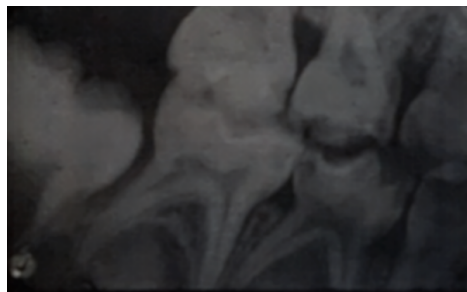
Radiografía para el diagnóstico de lesiones interproximales. ¹¹
